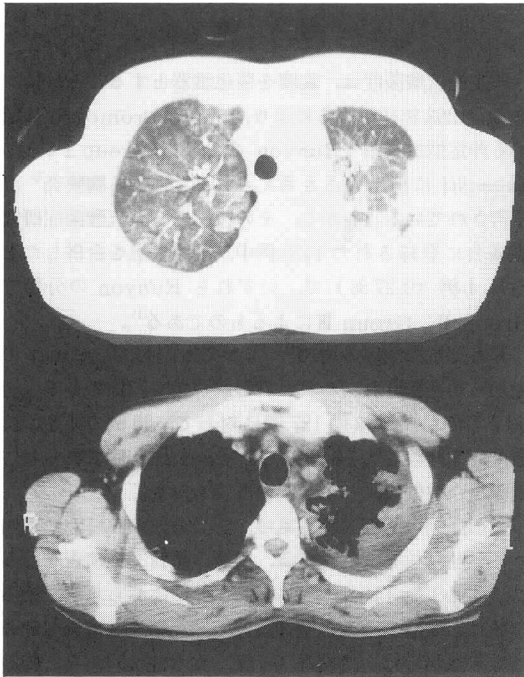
入院時胸部CT：両側肺尖部に結節・浸潤影を認める。
